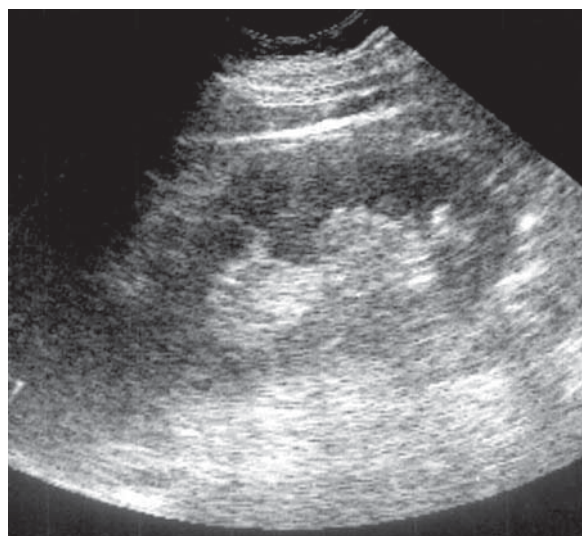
Hipertrofie coloană Bertin. Defect în fuziune. Ecografie, secțiune longitudinală.
